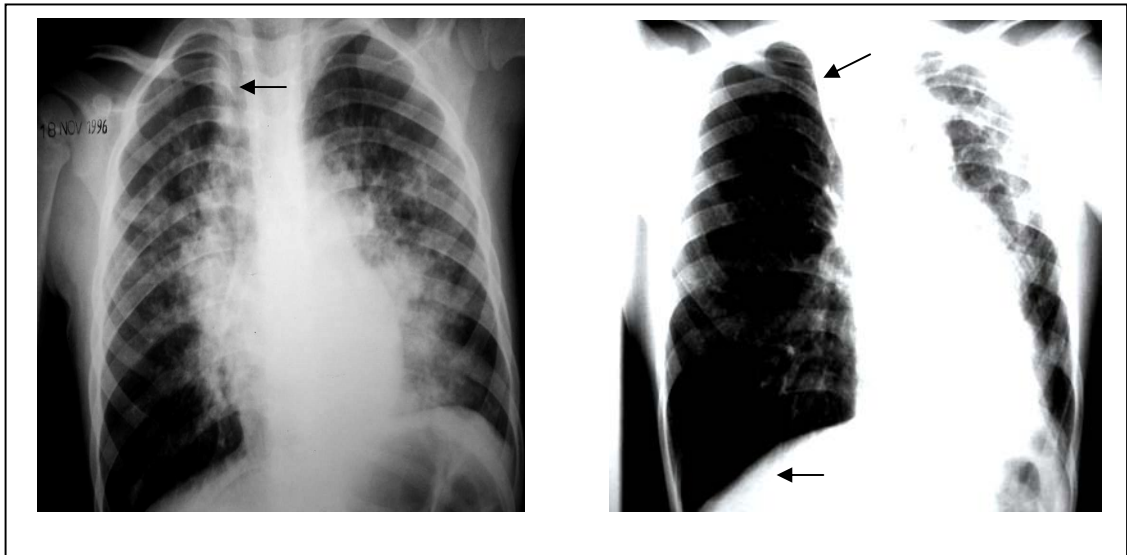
Radiografia do estudo anterior do paciente número 7, com áreas sugestivas de rarefação de vasculatura pulmonar (setas)
